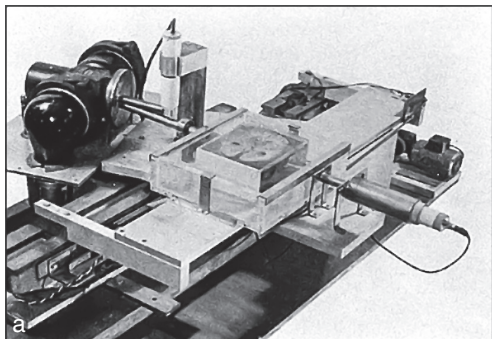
а — экспериментальная установка Г. Хаунсфилда; б — компьютерный томограф СТ 1000/1010
